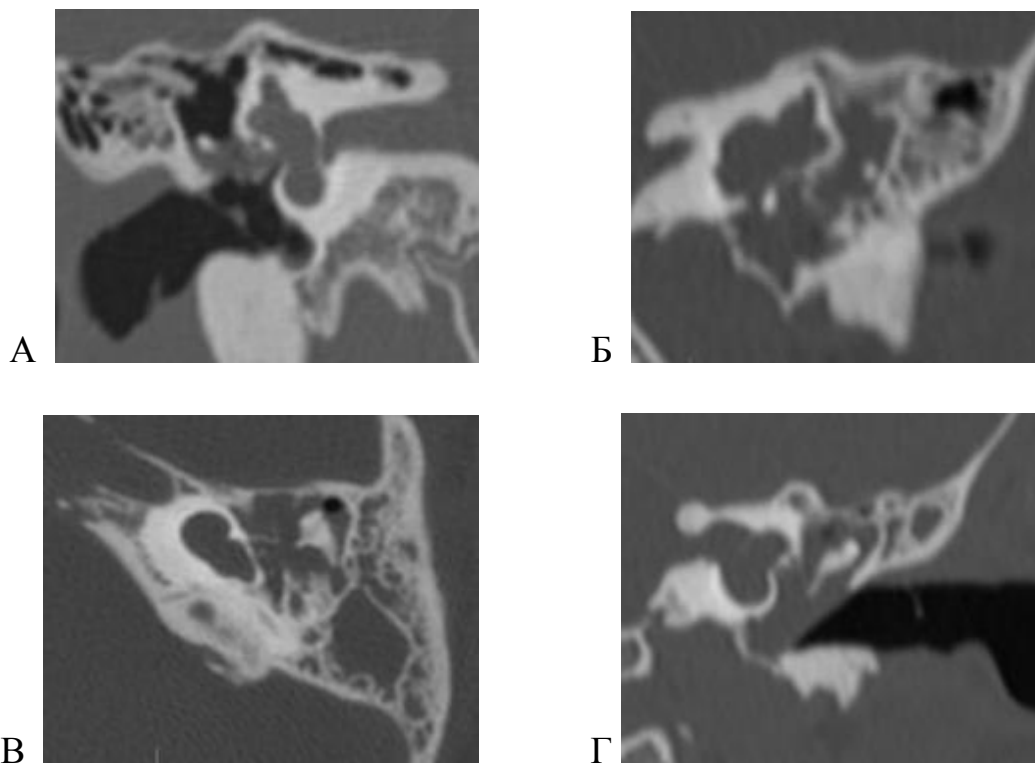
КТ пациентов с СОЛ I типа – аномалия развития внутреннего уха (неполное разделение I типа)
